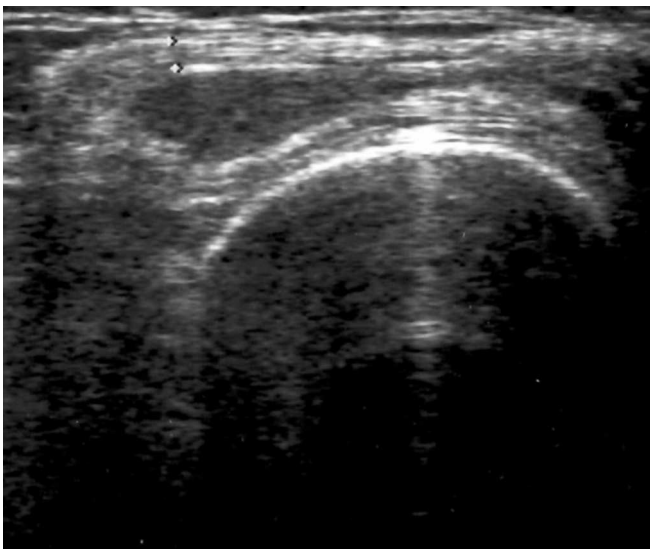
УЗИ коленного сустава через 3 месяца после введения метотрексата.
